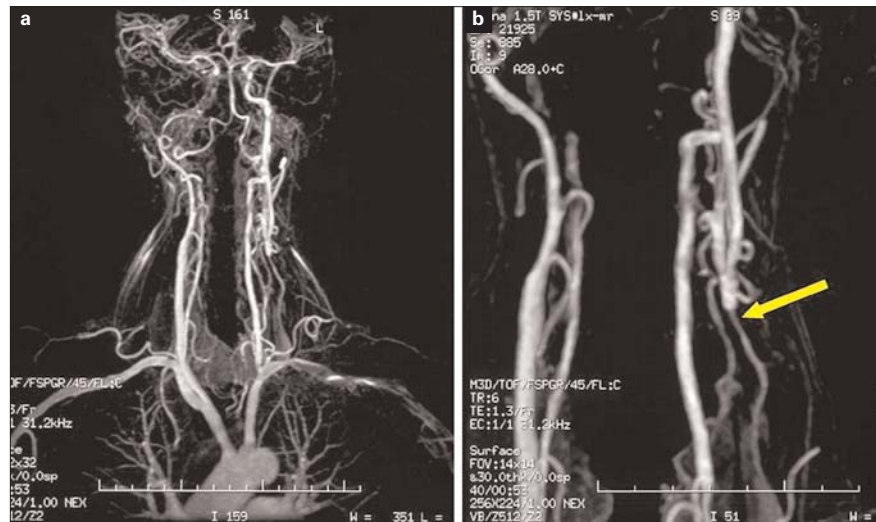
Angiorresonancia magnética de troncos supraaórticos: a) Oclusión de arteria carótida interna derecha. Arteria carótida interna izquierda recanalizada, que asciende con calibre normal hasta el sífon carotídeo; b) Oclusión completa de arteria carótida primitiva izquierda (flecha).
